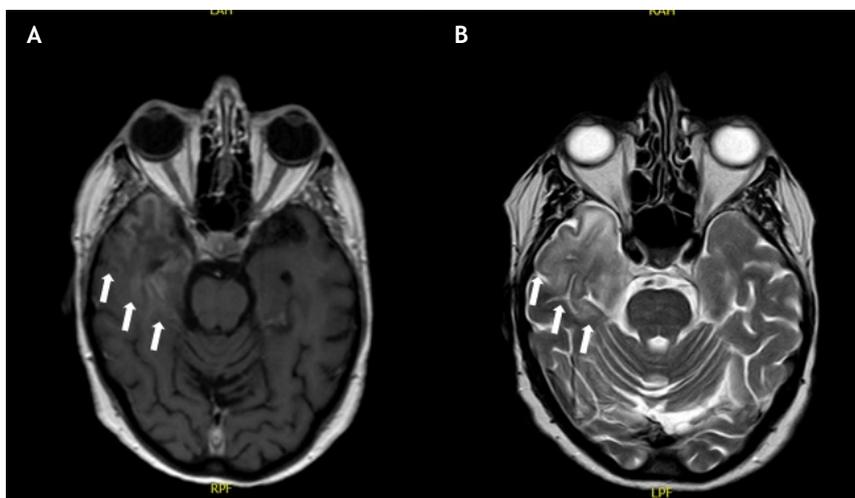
RMN cerebral. 3A: secuencia T1; 3B: secuencia RT2.
